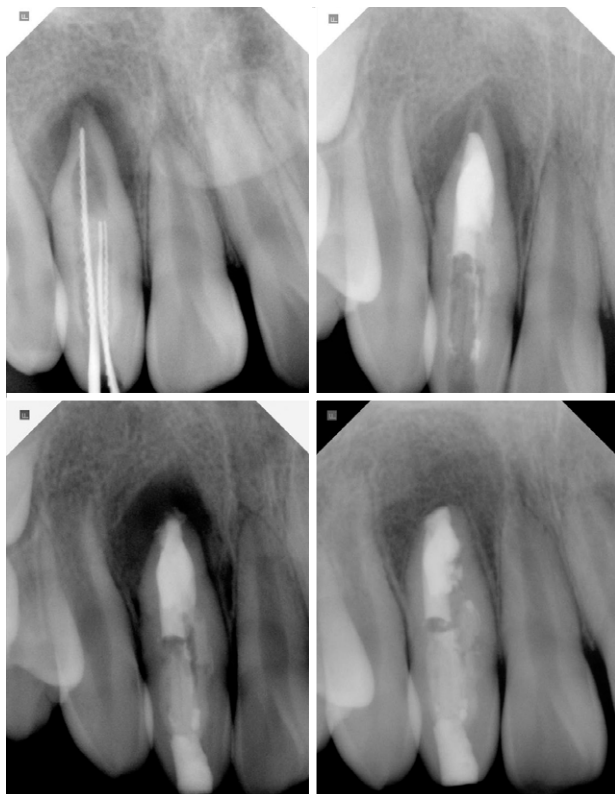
Periapical radiographs of working length determination, root canal filling, apicoectomy and 12 months follow-up visit.
